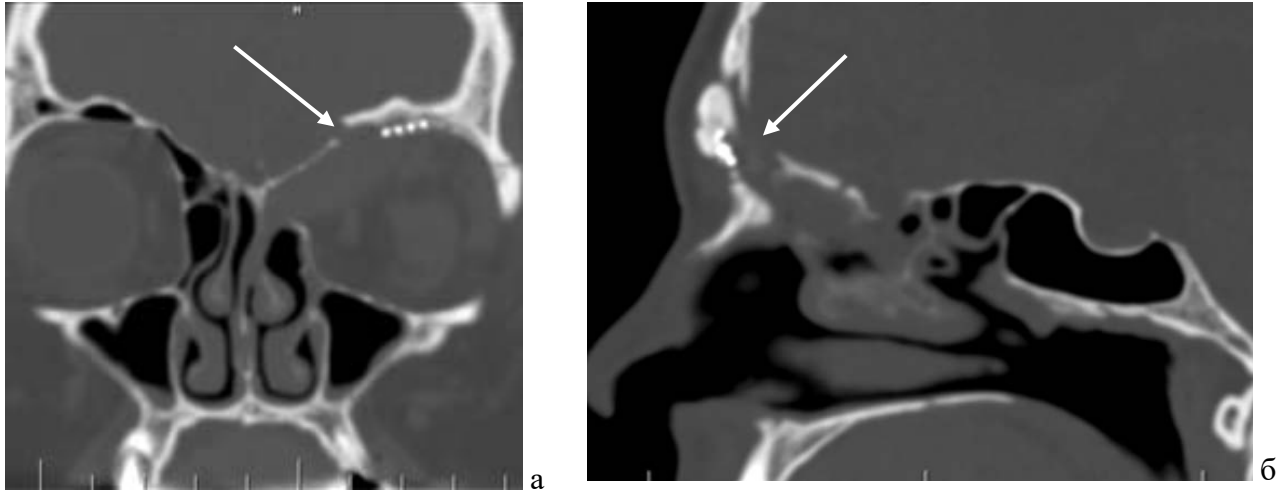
КТ головного мозга: а - фронтальная проекция, б - сагиттальная проекция. Промежуточный дефект лобной пазухи (показан стрелками)
